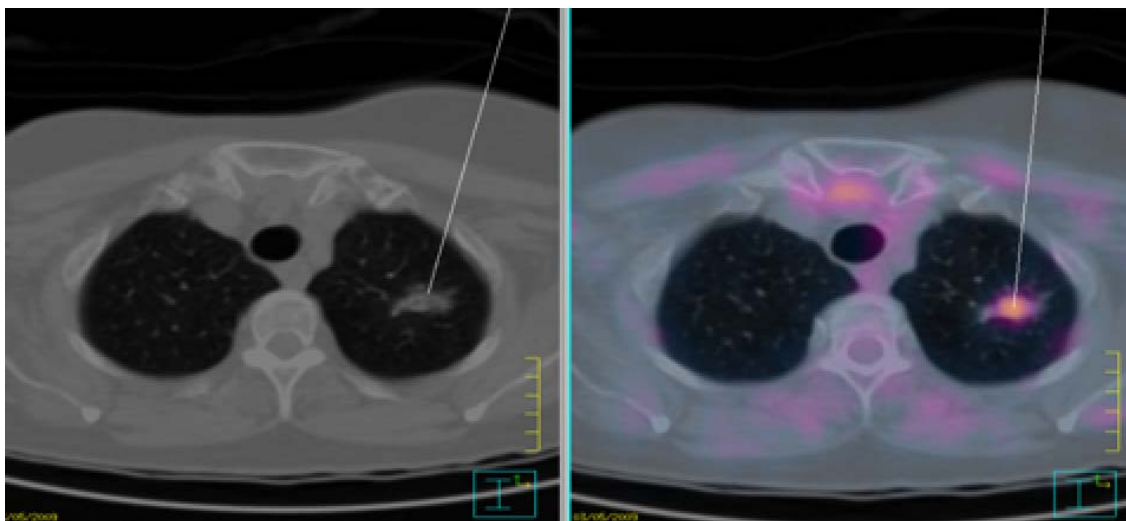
PET-CT paciente Y0012T070. Imagem da CT à esquerda e de fusão do PET com a CT à direita na qual é observada área de concentração anômala do ^{18}F -FDG na topografia torácica correspondendo a lesão pulmonar espiculada apical à direita com SUV de 1,76. A área de concentração anômala do ^{18}F -FDG observada corresponde a sítio de atividade metabólica anormal local (lesão em atividade).
